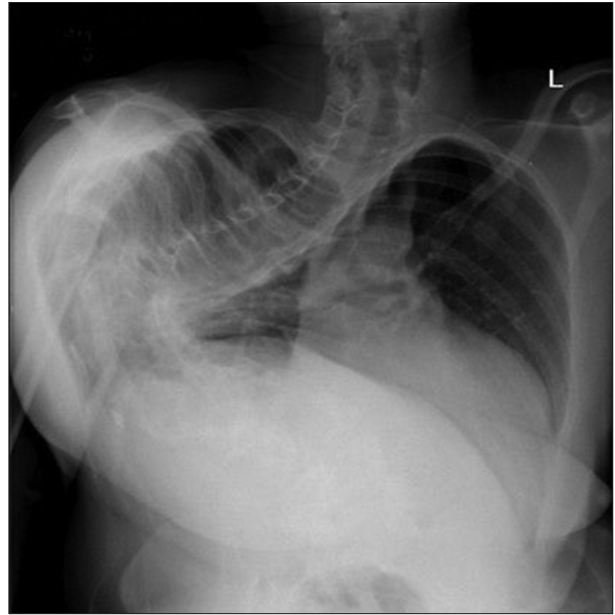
Chest X-ray of the patient showing severe deformity of the chest and spine
